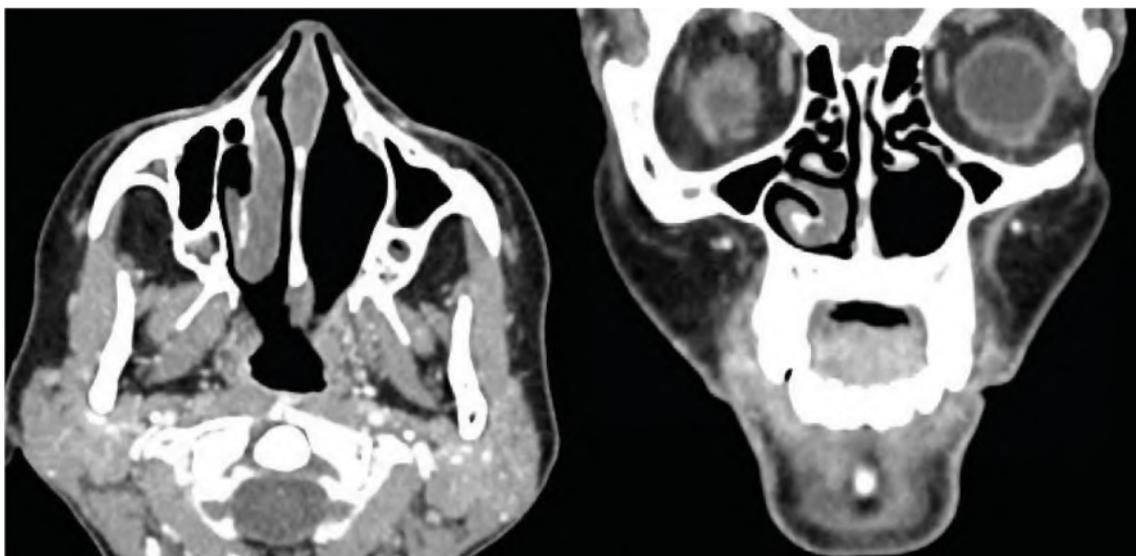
TC de control 6 meses después de la cirugía. Corte axial a la izquierda y coronal a la derecha.
